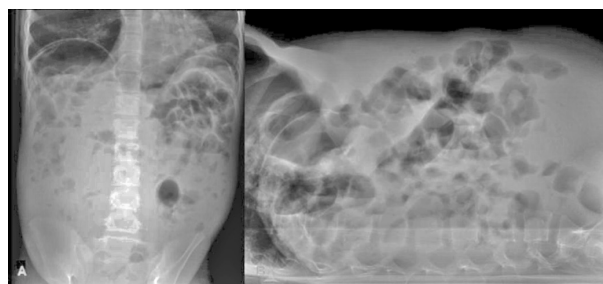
• Radiografias abdominais em ortostatismo (A) e em decúbito dorsal com raios paralelos à mesa (B) mostram ansas intestinais deslocadas superiormente e densidade semelhante a tecidos moles inferiormente e não mostram a presença de gás extraintestinal.
